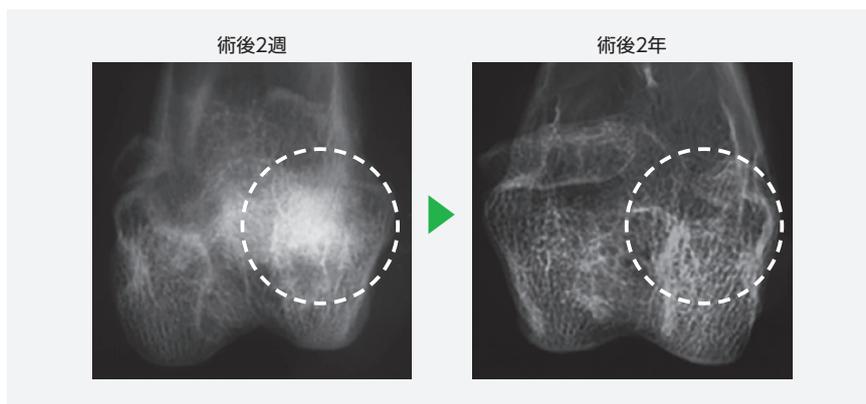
ウサギ大腿骨にサイトランス グラニュールを埋植。術後2週のX線像(左図)では、埋植部にサイトランス グラニュールが確認できる。術後2年のX線像(右図)では、サイトランス グラニュールが骨に置換しているのが分かる。
